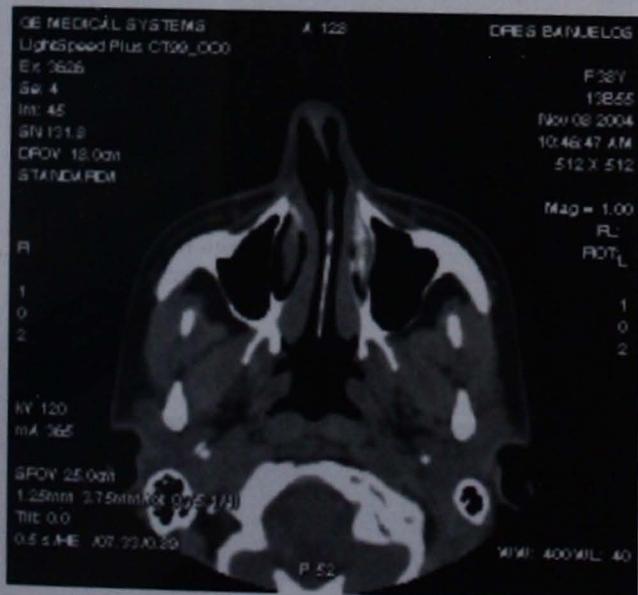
Tomografía computada corte axial. Caso 1.
